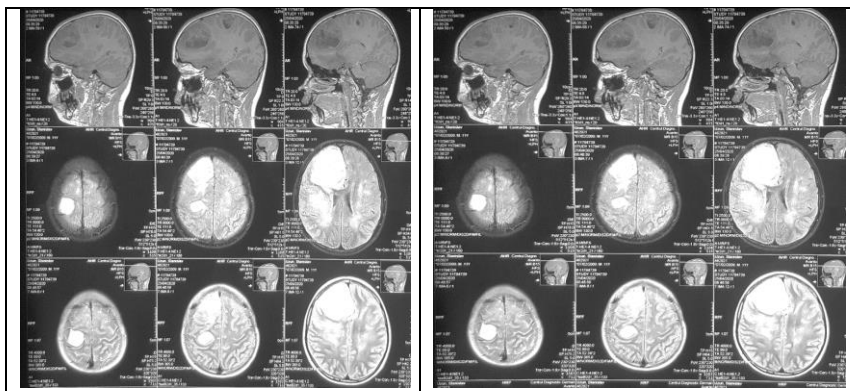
RMN cerebrală cu contrast a pacientului
